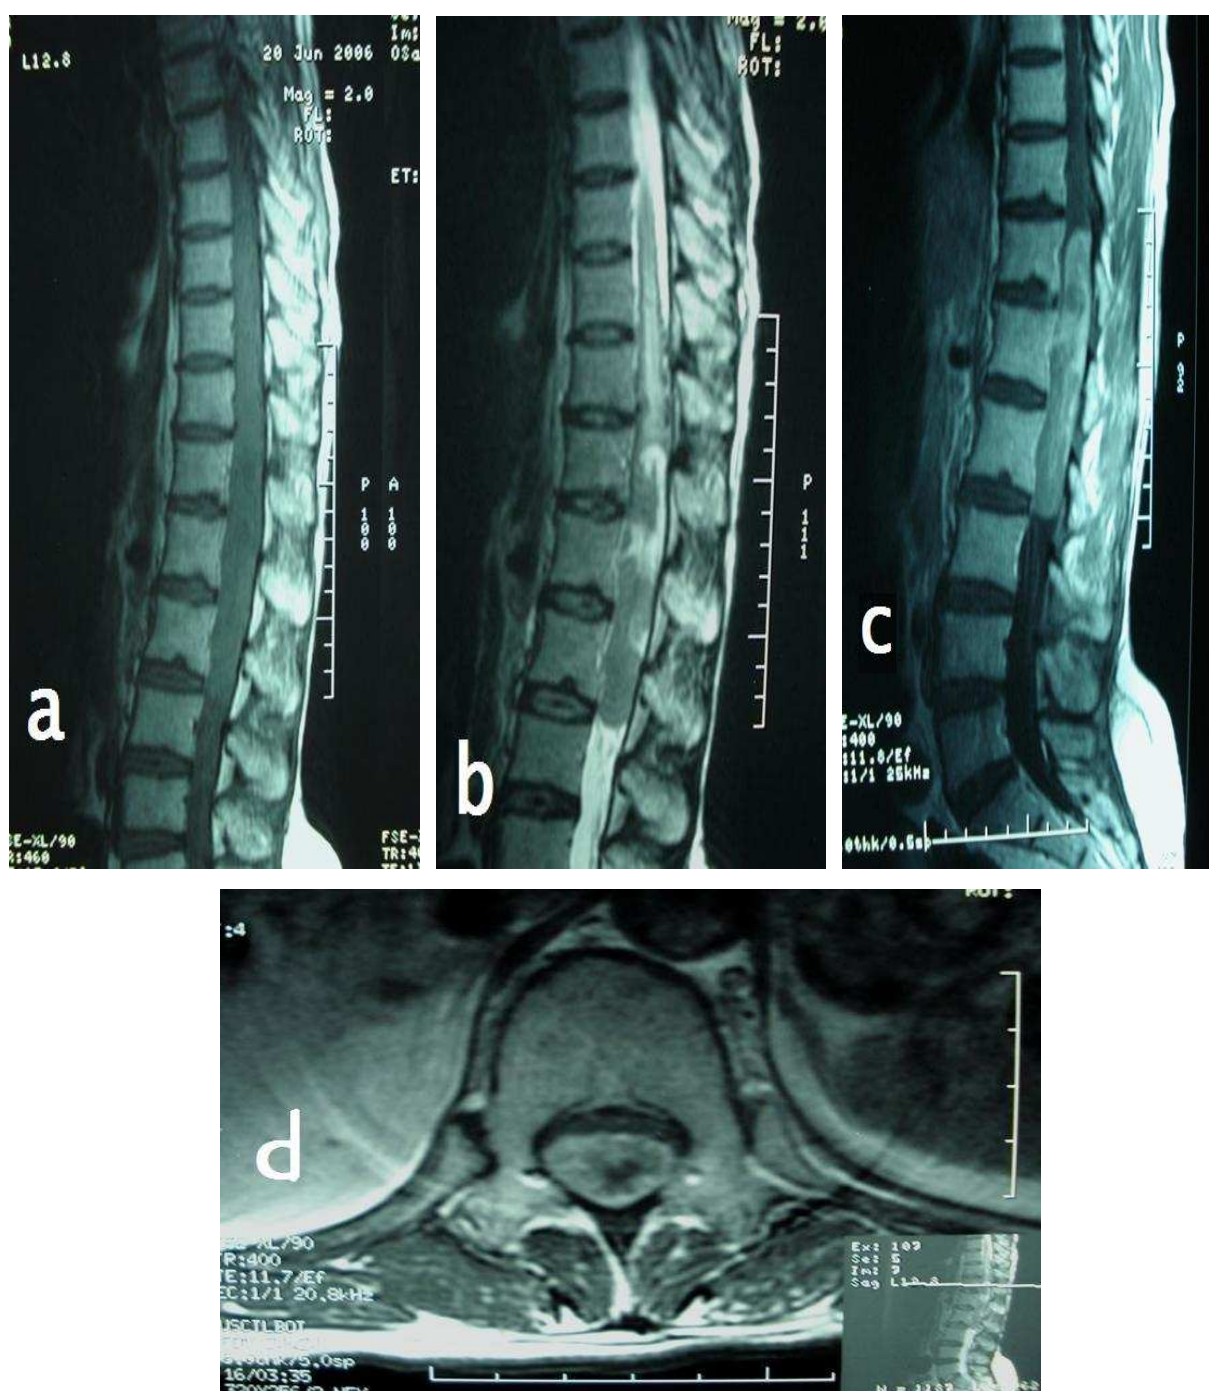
IRM rachidienne sagittale en séquence pondérée T1 (a) et T2 (b) sans injection de gadolinium, en coupe sagittale en séquence pondérée T1 (c) et en coupe axiale en séquence pondérée T1 après injection de gadolinium montrant l'aspect d'un LMNH intramédullaire au niveau D12 à L2.
